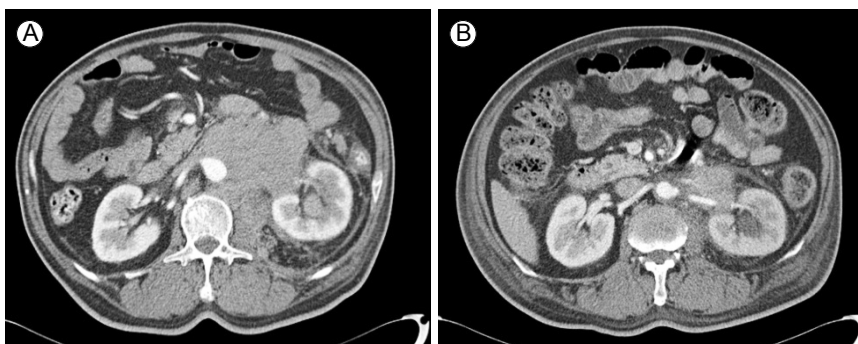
Chest CT shows (A) obstructive hydronephrosis before chemotherapy and (B) improved obstructive hydronephrosis after chemotherapy. CT, computed tomography.
